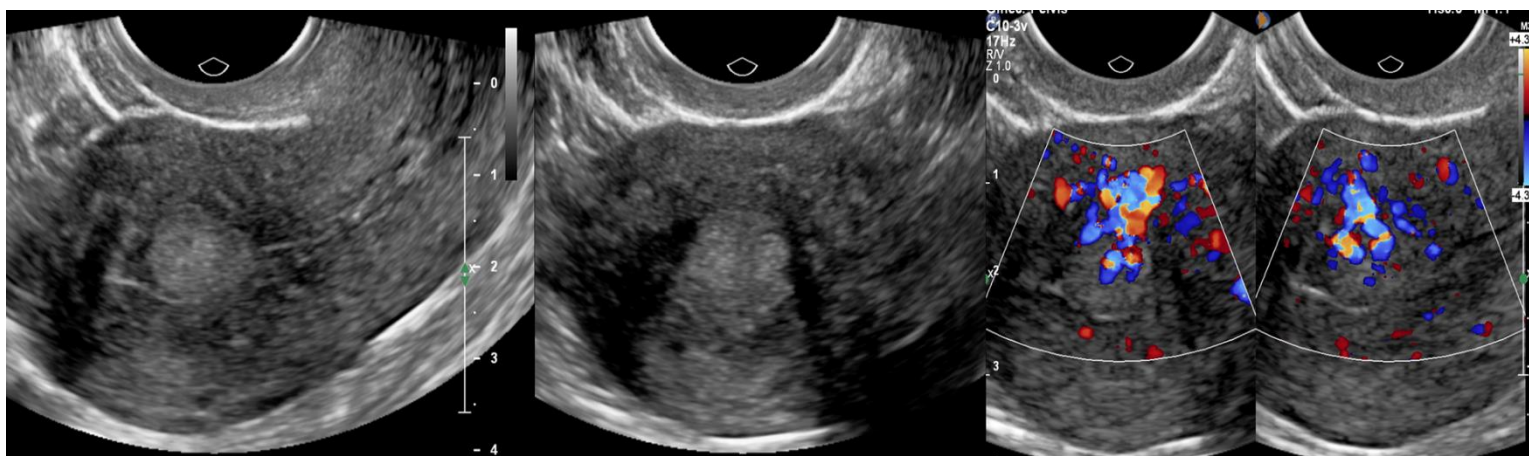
Nódulo uterino submucoso (Tipo 2), hiperecogénico bien definido con pedículo vascular amplio al estudio Doppler color. (Eco TV)
